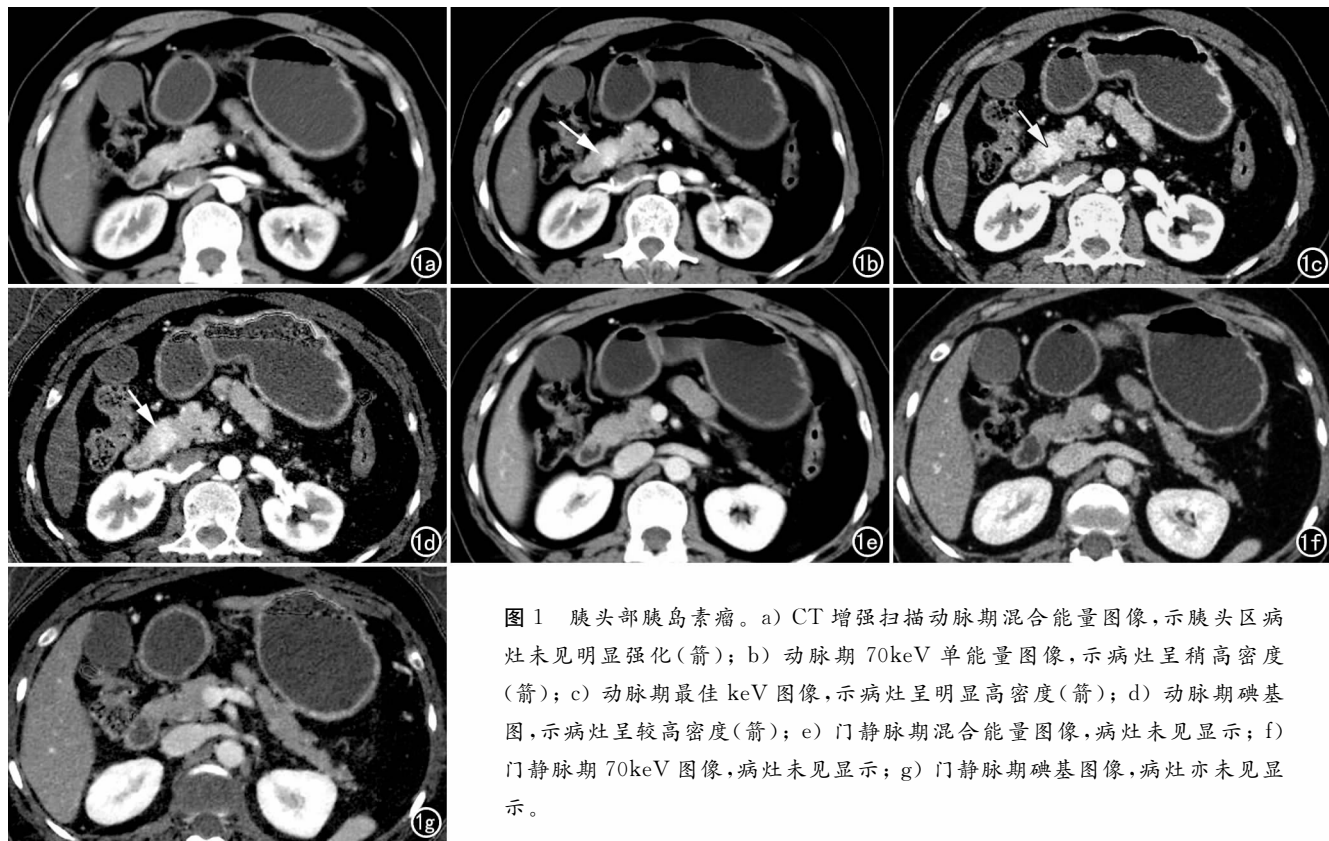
胰头部胰岛素瘤。a) CT 增强扫描动脉期混合能量图像,示胰头区病灶未见明显强化(箭); b) 动脉期 70keV 单能量图像,示病灶呈稍高密度(箭); c) 动脉期最佳 keV 图像,示病灶呈明显高密度(箭); d) 动脉期碘基图,示病灶呈较高密度(箭); e) 门静脉期混合能量图像,病灶未见显示; f) 门静脉期 70keV 图像,病灶未见显示; g) 门静脉期碘基图像,病灶亦未见显示。
